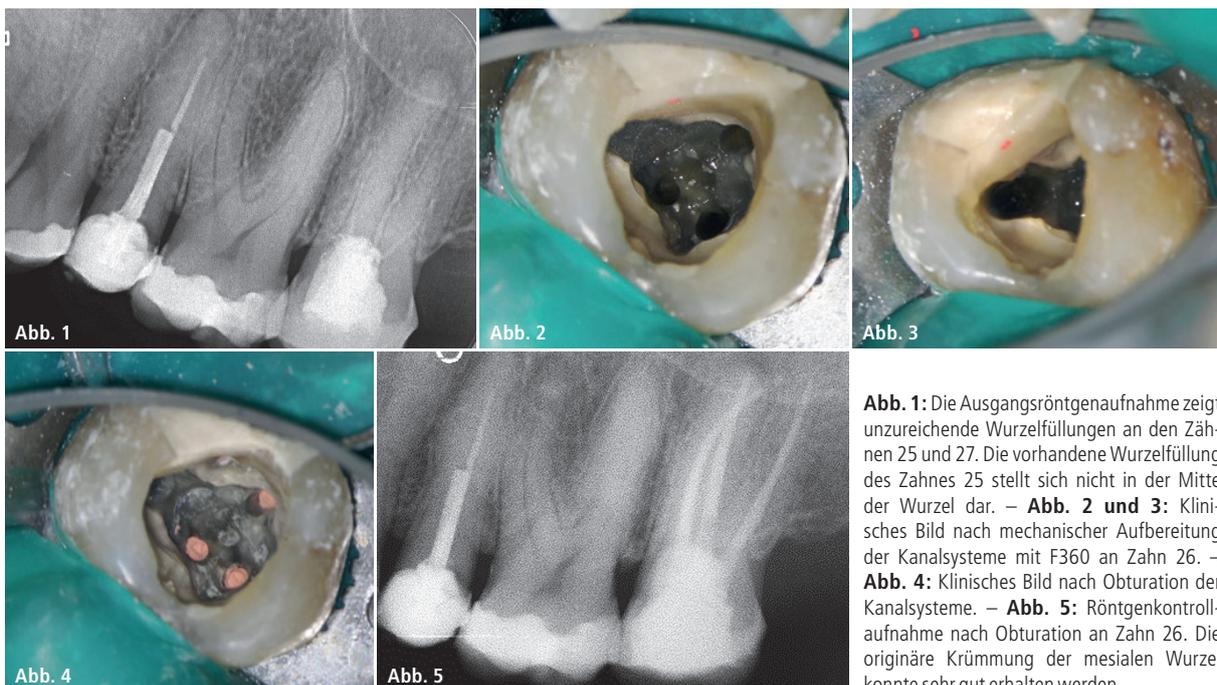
Die Ausgangsröntgenaufnahme zeigt unzureichende Wurzelfüllungen an den Zähnen 25 und 27. Die vorhandene Wurzelfüllung des Zahnes 25 stellt sich nicht in der Mitte der Wurzel dar. – Abb. 2 und 3: Klinisches Bild nach mechanischer Aufbereitung der Kanalsysteme mit F360 an Zahn 26. – Abb. 4: Klinisches Bild nach Obturation der Kanalsysteme. – Abb. 5: Röntgenkontrollaufnahme nach Obturation an Zahn 26. Die originäre Krümmung der mesialen Wurzel konnte sehr gut erhalten werden.
